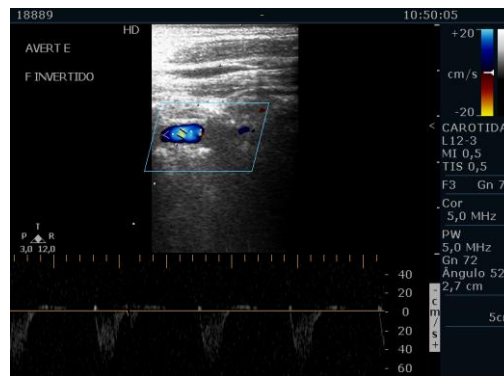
Ultrassonografia com Doppler espectral (PW) da artéria vertebral esquerda (AVERT E) apresentando inversão completa do fluxo sanguíneo, compatível com roubo da artéria subclávia.
